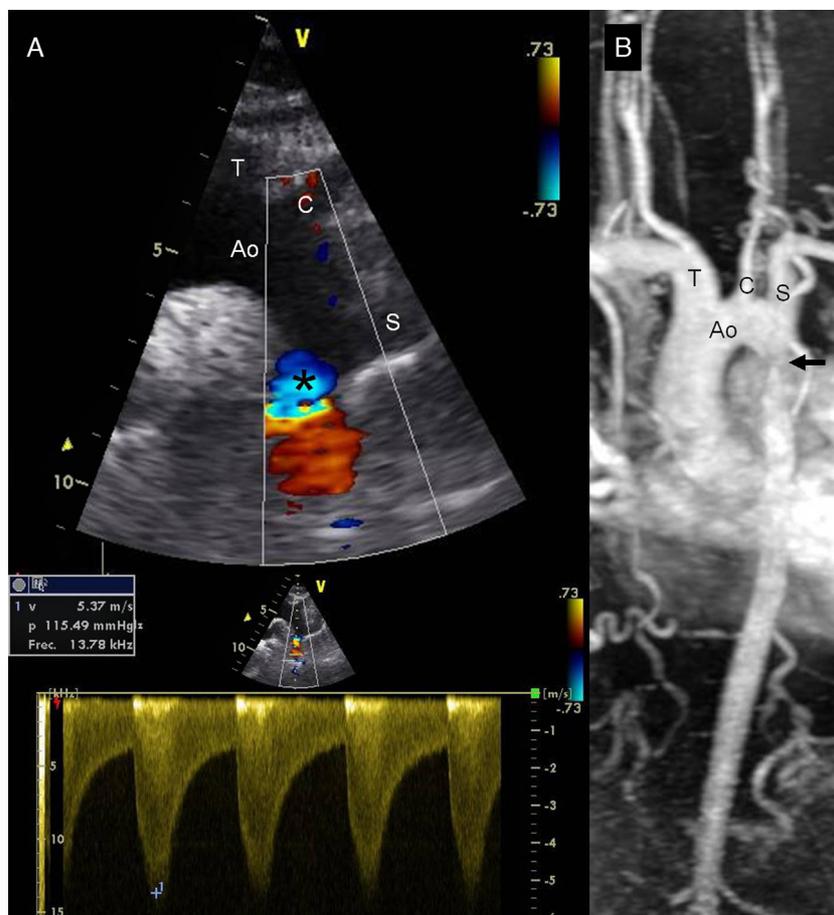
A) Aceleración diastólica del doppler color a nivel de la coartación en ecocardiografía transtorácica (plano supraesternal). Registro de doppler espectral continuo con gradiente sistólico máximo de 115 mmHg y extensión diastólica. B) Coartación (flecha) en reconstrucción de aorta y grandes vasos mediante resonancia magnética. Ao: cayado aórtico; C: arteria carótida izquierda; S: arteria subclavia izquierda; T: tronco braquiocefálico.
